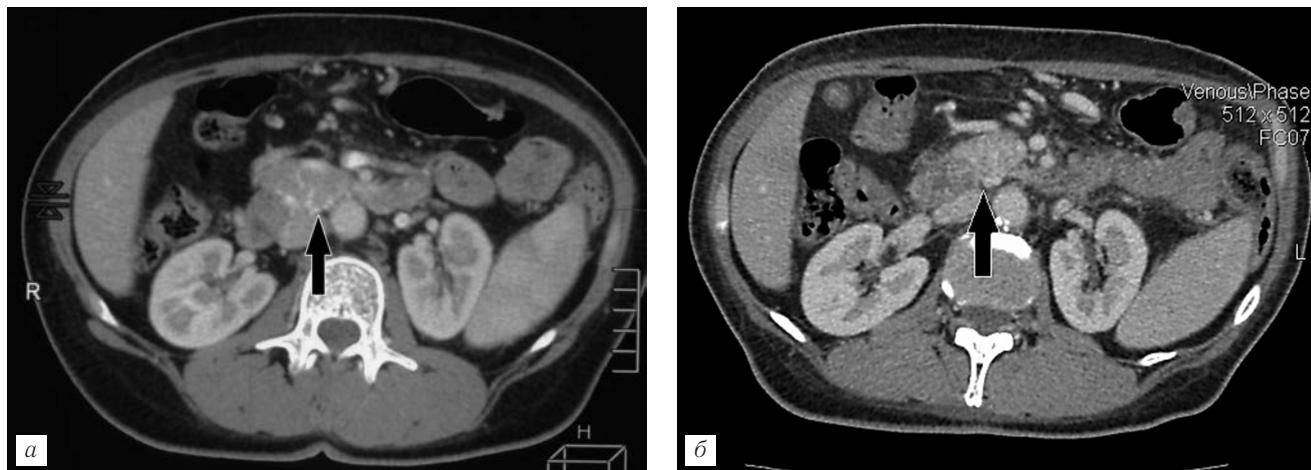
Компьютерная томография больной местнораспространенным раком тела поджелудочной железы (наблюдение № 3) до (а) и через 9 мес от начала лечения (б). Отмечается стабилизация размеров опухоли (стрелки)
